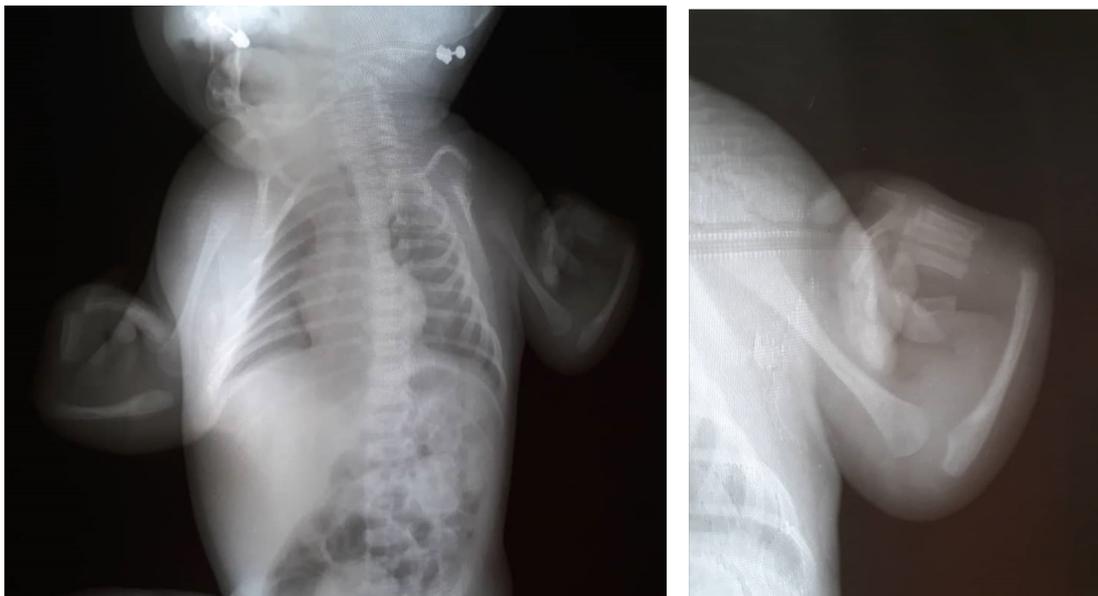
Radiografías comparativas y Lateral de miembros superiores
